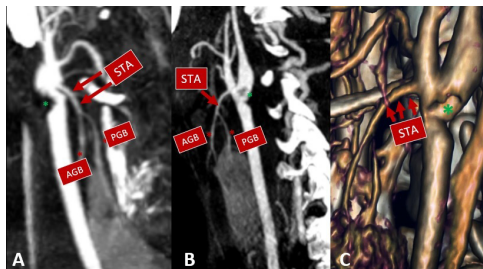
Sagittal MIP (A and B) and Sagittal Volume Rendering (C) neck CTA reconstructions. The thrombus (green asterisks) extended close to the origin of the superior thyroid artery (STA - red arrows), which was patent. The anterior glandular (AGB - red asterisks) and posterior glandular (PGB - red asterisks) branches of the STA were also patent until the upper thyroid gland.
